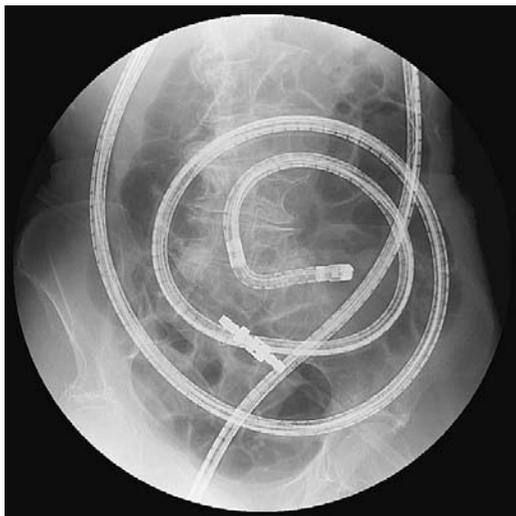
経肛門のアプローチで深部小腸に挿入した状態の腹部単純X線画像
